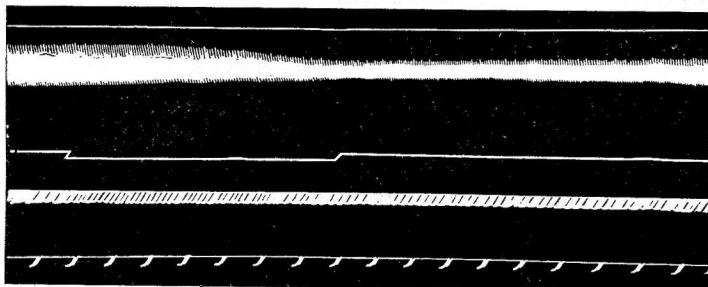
Отрицательно-инотропная реакция и подтягивание кривой сердца реципиента при раздражении передних корешков; на третьей линии отмечается скорость перфузии — галли. На нижней — время (30 секунд)
